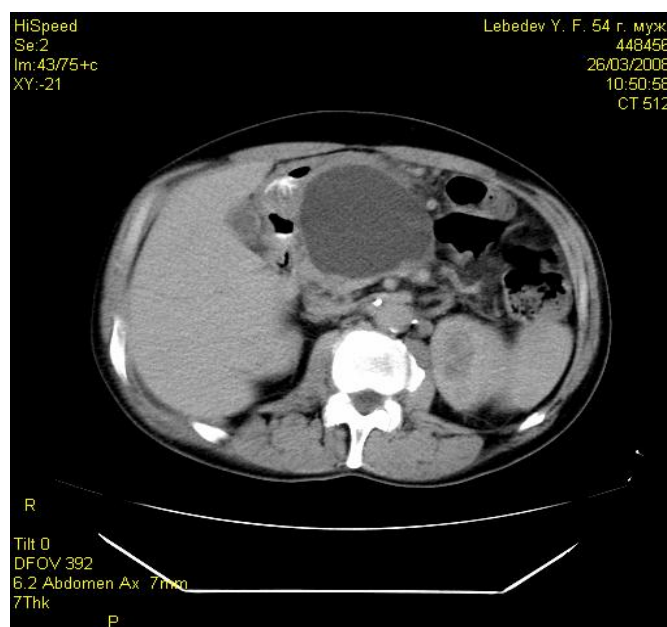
КТ-картина постнекротической кисты головки поджелудочной железы.
